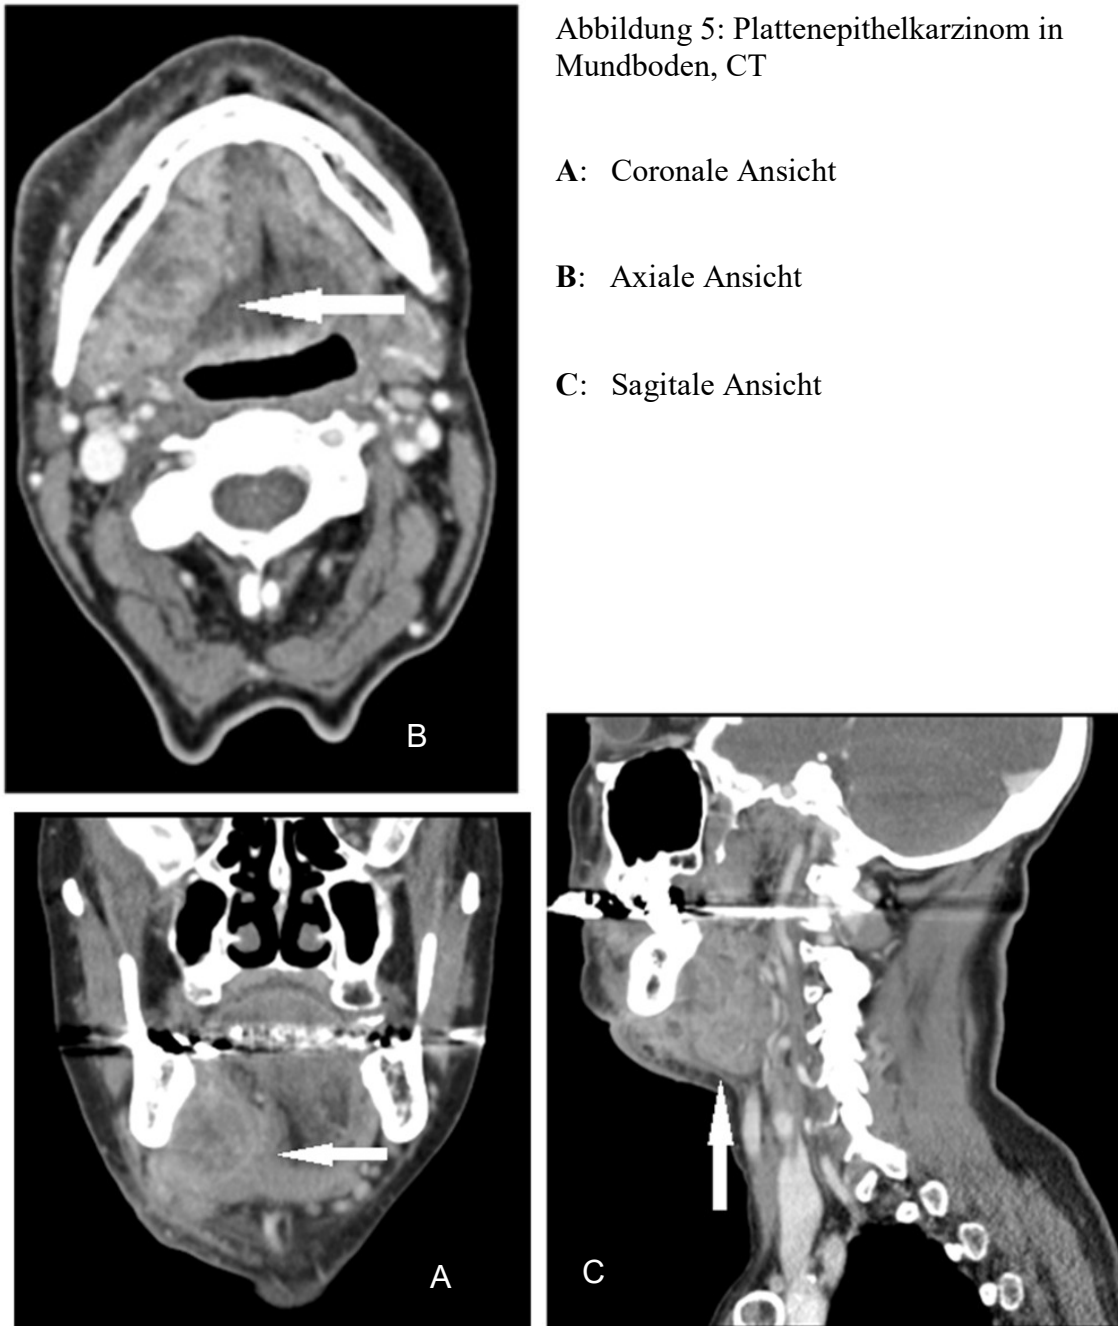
zeigt die CT-Aufnahmen mit Plattenepithelkarzinom (PEC) im Mundboden. Alle Reviewer haben die richtige Lokalisation und die korrekte Entität diagnostiziert.
